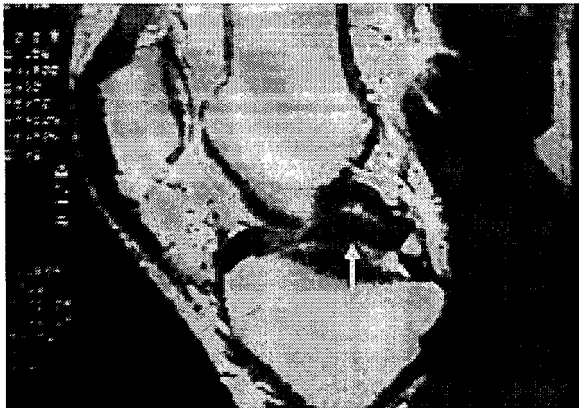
This MRI shows double PCL sign of bucket handle tear(closed arrow) which was treated with closed reduction first and arthroscopic repair.
